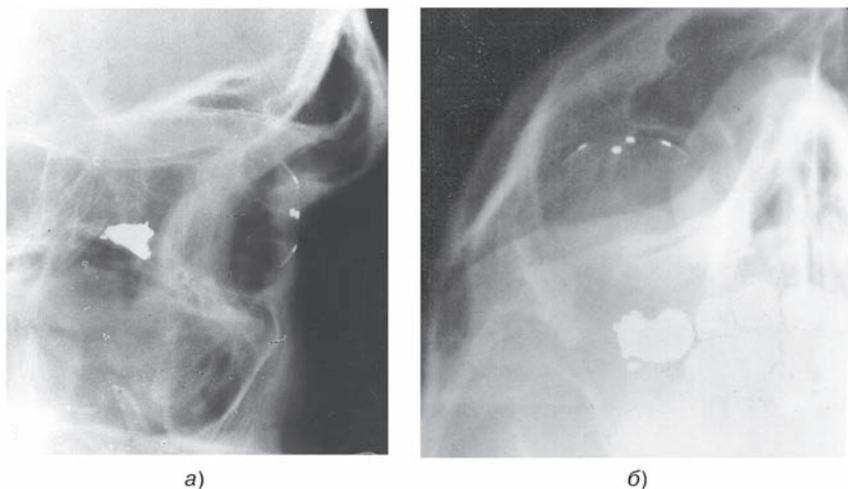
Прицельная рентгенограмма правой глазницы в боковой (а) и полуаксиальной (б) плоскостях. Огнестрельное ранение правой глазницы, инородное тело в области задней трети нижней стенки правой глазницы.
